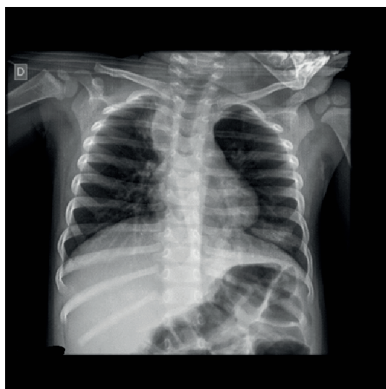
Radiografia de tórax evidenciando hiperinsuflação, retificação de arcos costais e infiltrado hiliar e perihilar.
